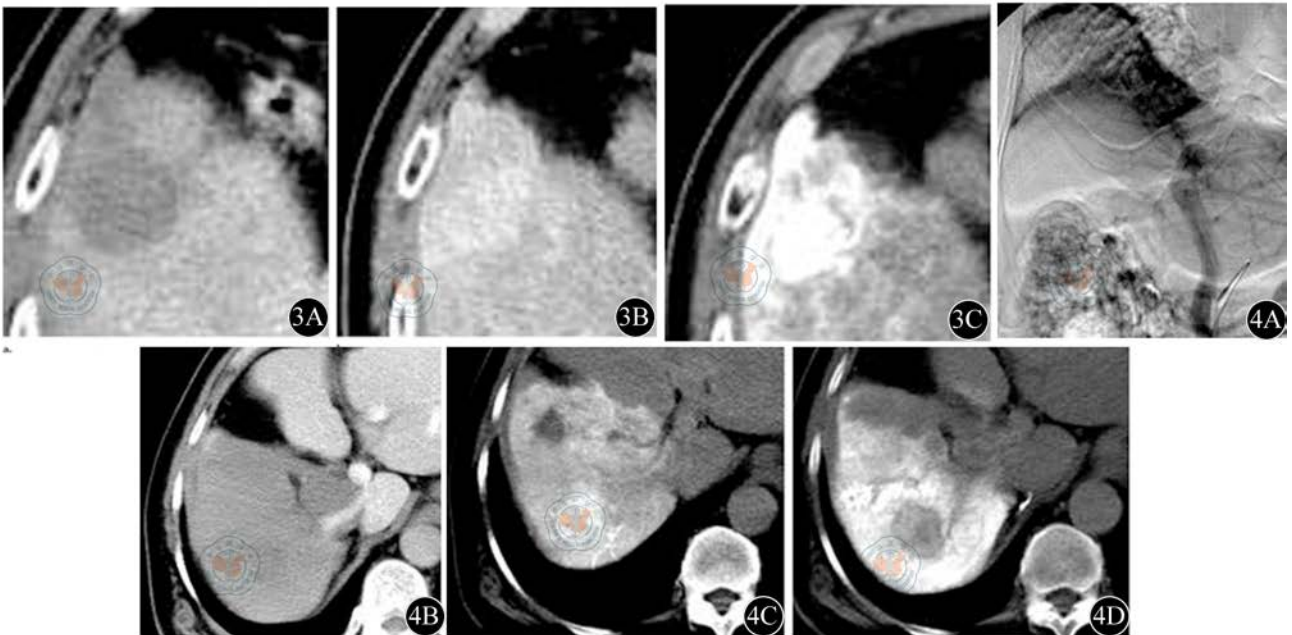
患者男, 69岁, HCC。CT/AP V段2.0 cm门静脉灌注减低区(3A); CT/HA强化欠佳, 归为1级(3B); 碘油沉积完全, 碘油CT归为2级, 也沉积于周围肝组织(3C) 图4 患者男, 71岁, HCC。右肝门静脉内瘤栓(4A); CT/AP右叶门脉灌注缺乏, 肿瘤致门静脉梗阻(4B); CT/HA显示肝后段富血供(4C); 碘油CT未见碘油沉积于肿瘤内而是沉积于周围肝实质(4D)
